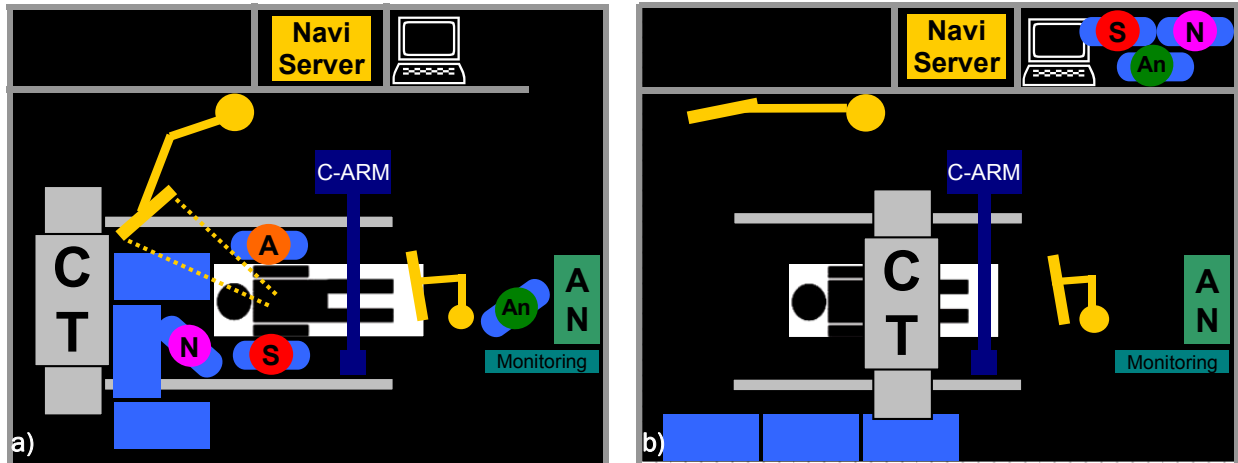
Intraoperatives OP-Setup a) navigierter Eingriff b) intraoperativer CT-Scan
